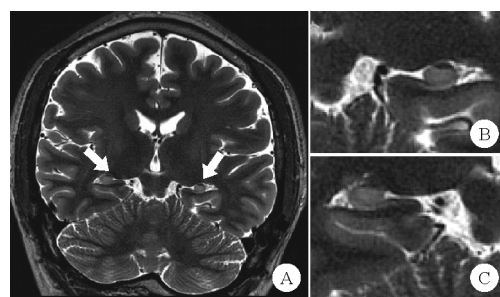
双侧海马硬化 MRI 表现(冠状位):A:T<sub>2</sub>序列见双侧海马体积缩小(如箭头所示),海马体信号增高,海马内部结构紊乱;B:左侧海马硬化;C:右侧海马硬化
